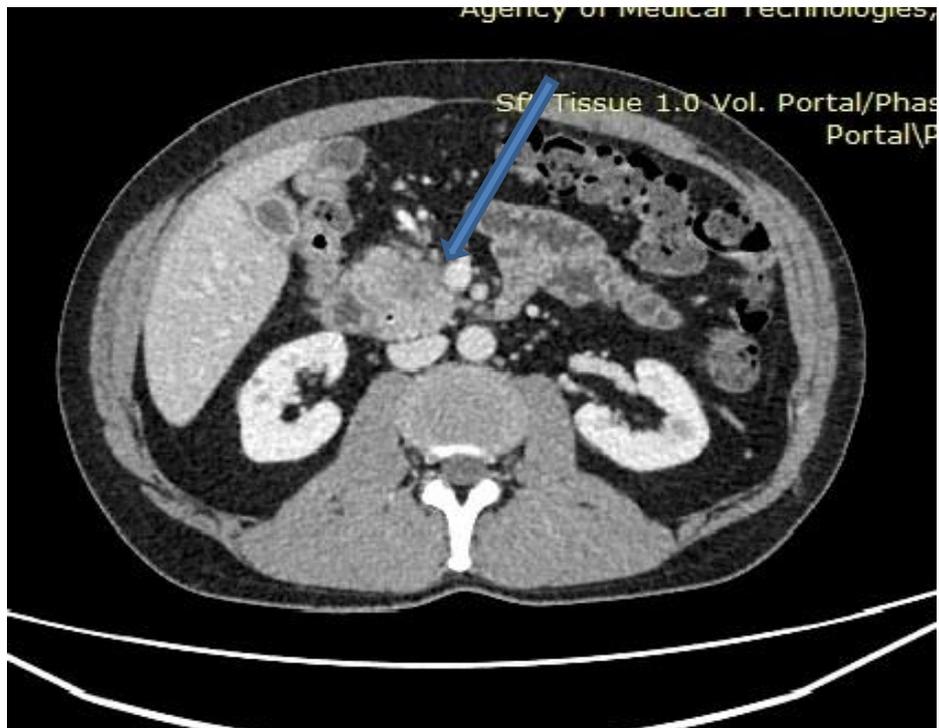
КТ ОЧП, венозна фаза контрастування. Резектабельна пухлина голівки ПЗ з інвазією пухлини в ВВ. На даному фото є контакт пухлини з ворітною веною менше ніж на 180° .
